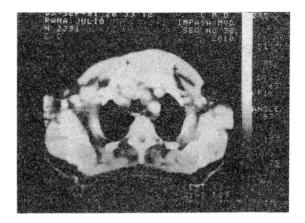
Corte de la tomografla axial computarizada, que evidencia sustitución del manubrio esternal por la tumoración.
